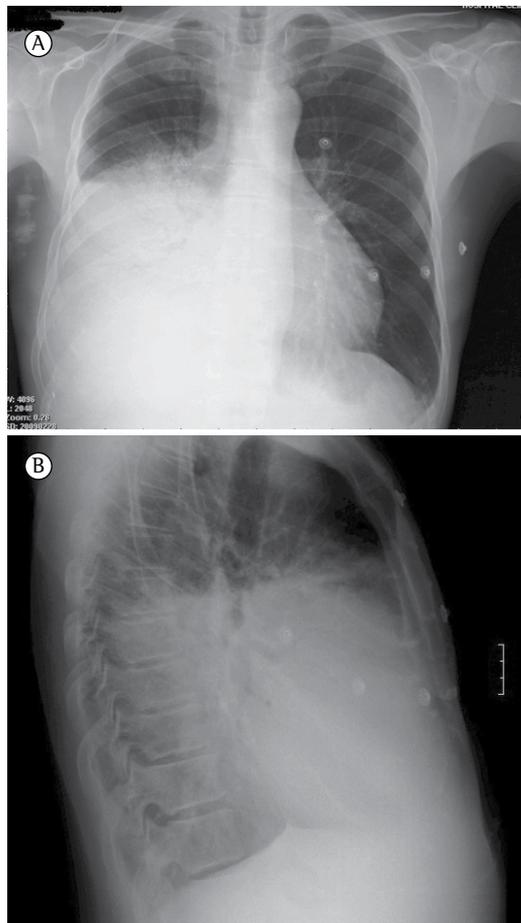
Radiografia de tórax mostrando uma opacidade no campo médio e no campo inferior do lobo pulmonar direito, além de aumento da área cardíaca, em incidência posteroanterior (imagem superior) e em perfil (imagem inferior).
